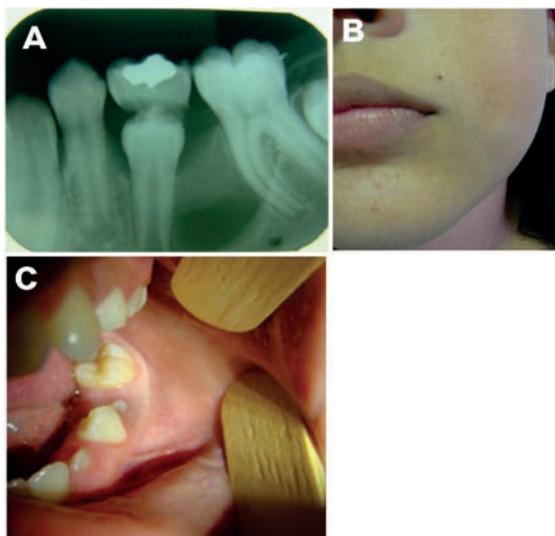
(A) Radiografia periapical evidenciando imagem radiopaca, compatível com material restaurador, na coroa do elemento 75. Assim como, imagem radiolúcida associada a coroa do elemento 35. (B) Aspecto clínico extraoral – Assimetria facial do lado esquerdo, próxima à região do elemento 75. (C) Aspecto clínico intraoral – Aumento de volume observado na região do elemento 75.
